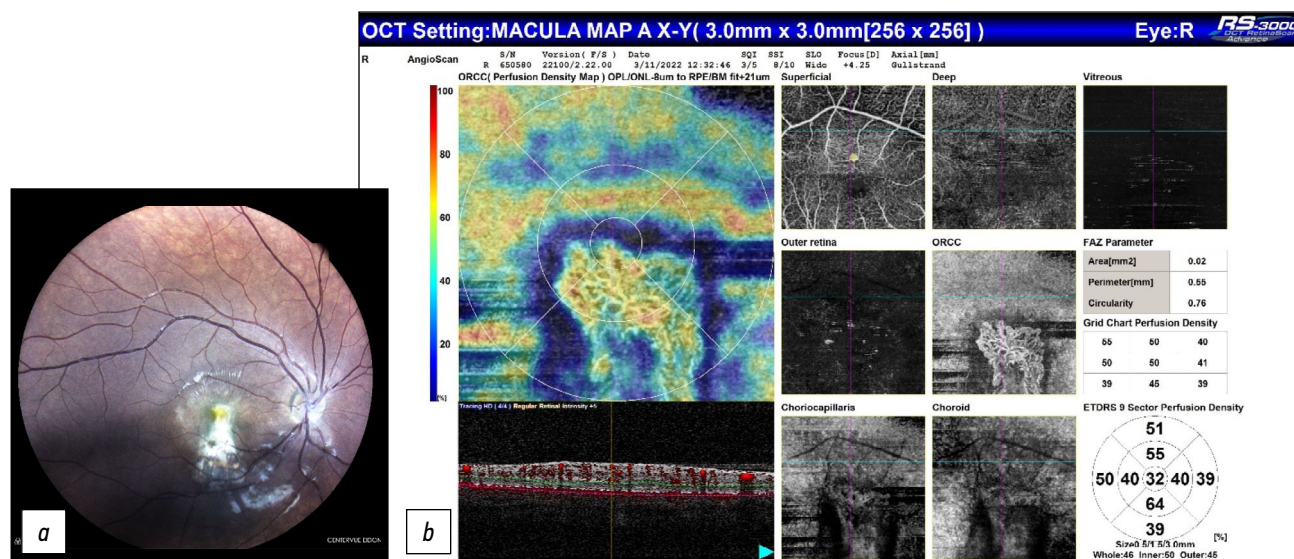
Хориоидальная неоваскуляризация: *a* — офтальмоскопическая картина, соответствующая хориоретиниту в стадии ремиссии и неактивной хориоидальной неоваскуляризации; *b* — оптическая когерентная томография-ангиография, в зоне хориоретинального очага выявляется активная хориоидальная неоваскуляризация.
